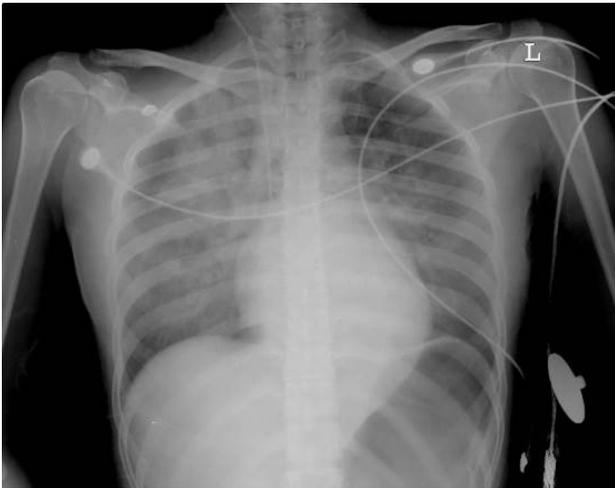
A chest radiograph showed bilateral opacities suggestive of pulmonary edema.
